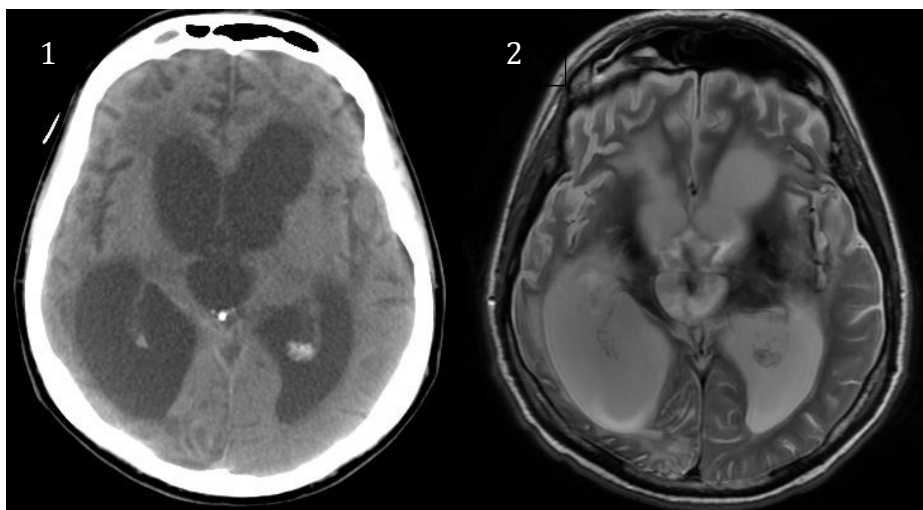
КТ и МРТ-картина ПТГЦ. Выраженное расширение желудочковой системы, сдавление субарахноидальных пространств по конвексу затылочных долей, зоны трансэпендимарной абсорбции ликвора в проекции передних рогов боковых желудочков.
